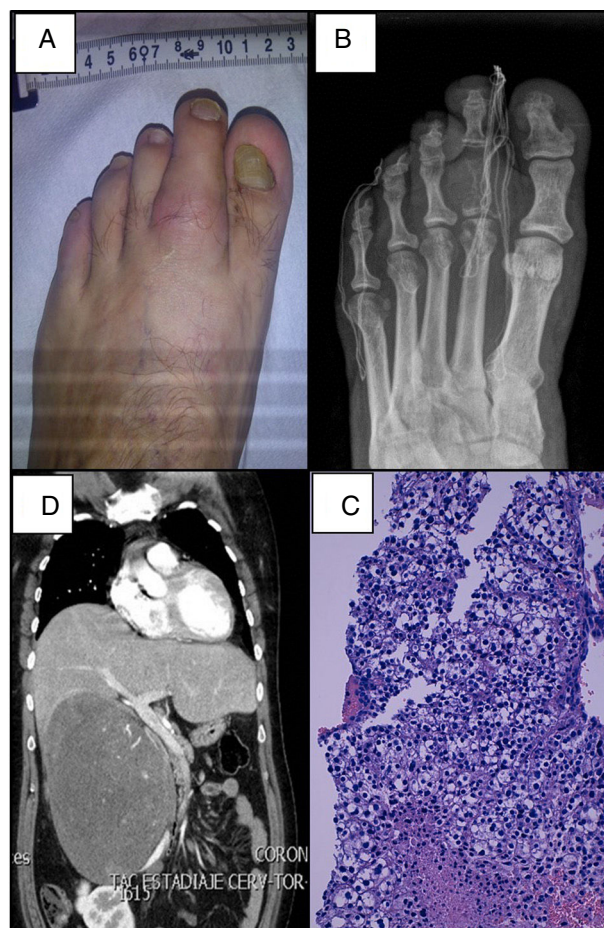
A: tumefacción en el segundo dedo del pie izquierdo. B: lesión ósea lítica en la falange proximal del segundo dedo del pie. C: infiltración ósea por células tumorales, tinción hematoxilina-eosina (x100). D: tomografía axial computarizada que muestra gran masa suprarrenal derecha que produce desplazamiento de estructuras adyacentes.
